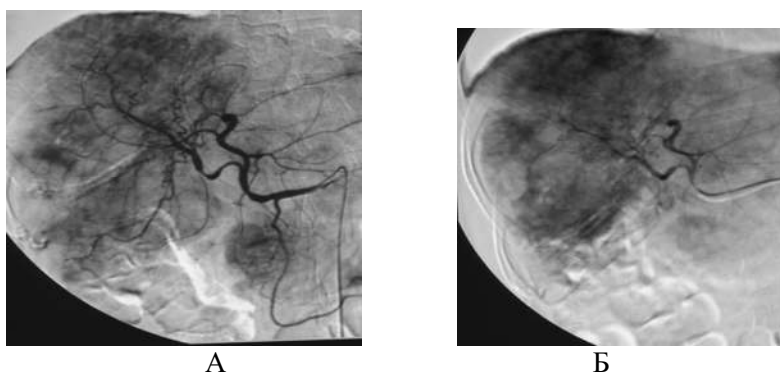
Ангиограммы пациентки с метастазами рака молочной железы в печень. А – при селективной ангиографии печени в обеих долях органа визуализируются множественные патологические образования смешанной васкуляризации (гиповаскулярные в центральных отделах и гипervasкулярные на периферии), содержащие опухолевые сосуды, диаметром от 1 до 4 см. Б – артериальный катетер установлен в собственной печеночной артерии для химиоинфузии
